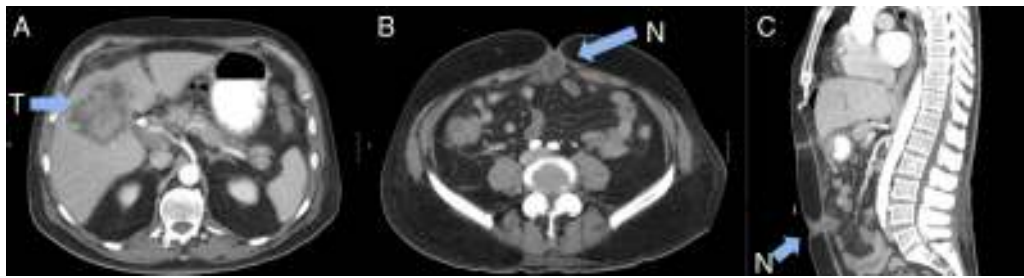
TAC: A) Tumor hepático. B y C) Nódulo umbilical (N).
